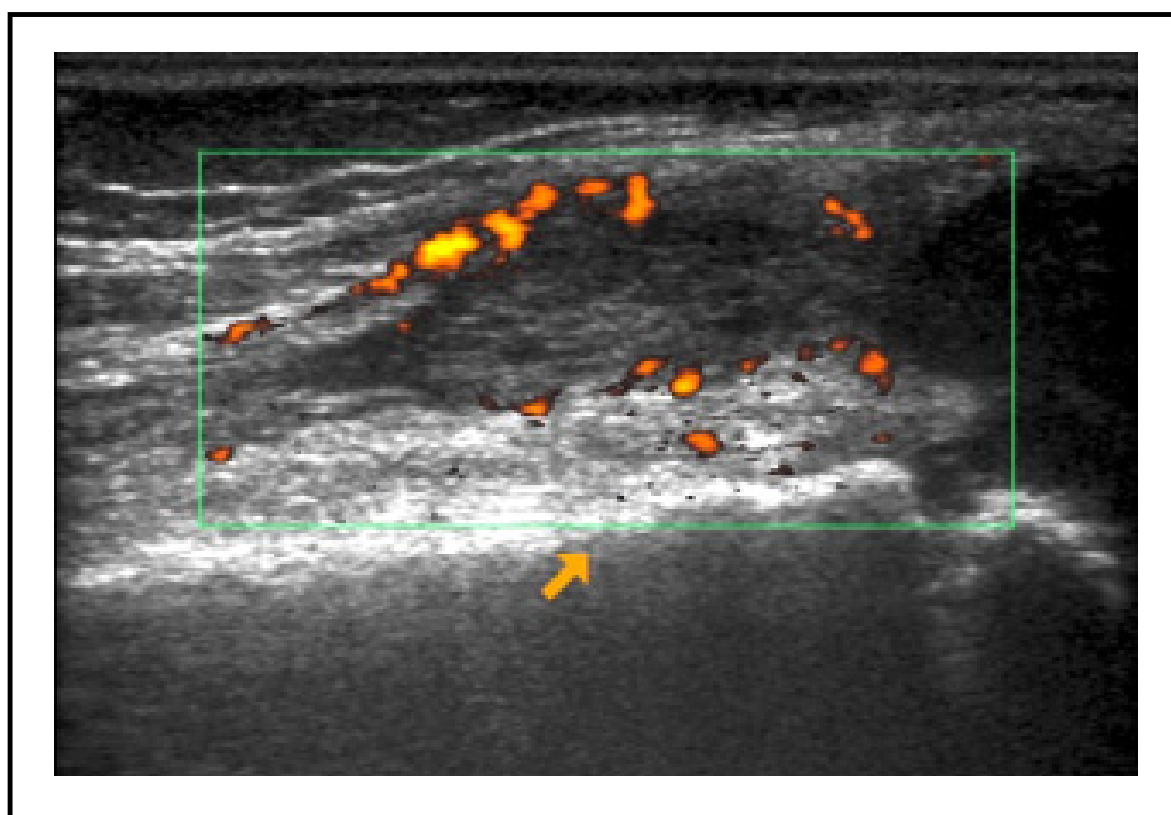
Ecografía Doppler. En el recuadro se observa coloreada, en naranja, la vascularización.
